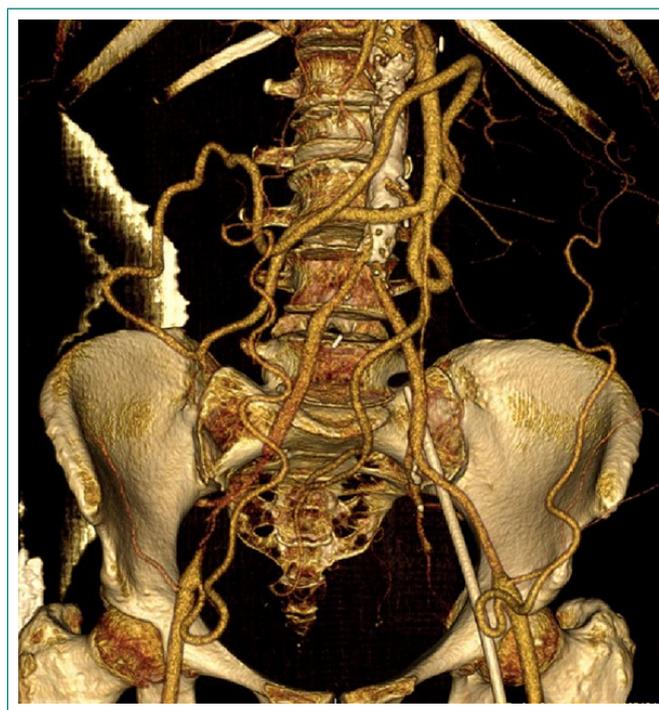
Reconstrucción en 3D de TC abdominal. Se evidencia estenosis de aorta hasta bifurcación de iliacas y estenosis de ambas arterias renales
